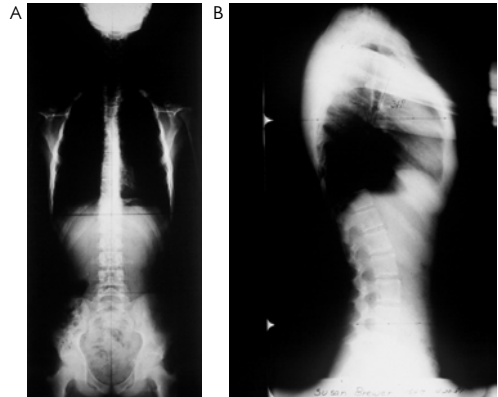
Radiografia panorâmica da coluna vertebral normal. A: em projeção ântero-posterior (AP). B: em perfil.
